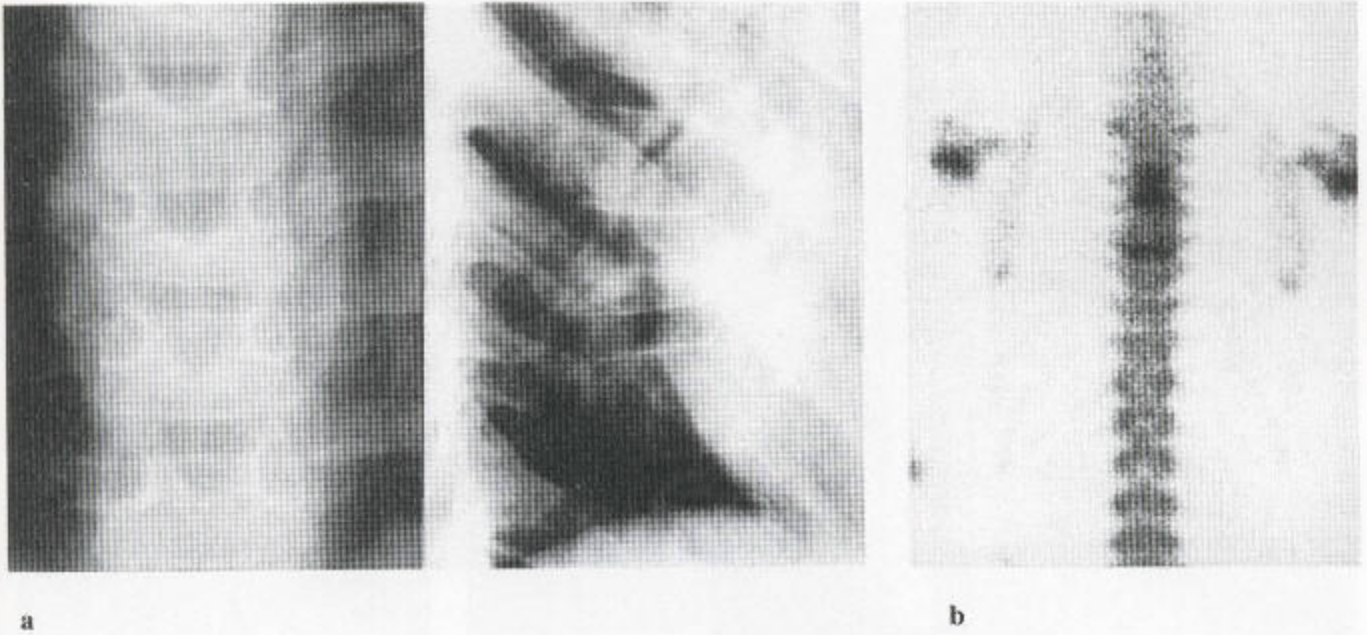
T₈ 的脊柱骨髓炎 (a) 在 X 线平片上, T₈ 椎体上表面破坏, 并伴有脊柱旁软组织块, 后者在椎体破坏处被加宽。T₇ 下面的终板完好未损。(b) 放射性核素骨扫描示 T₈ 核素摄取增加, T₅ 也有增加, 但 T₅ X 线摄影却正常。
